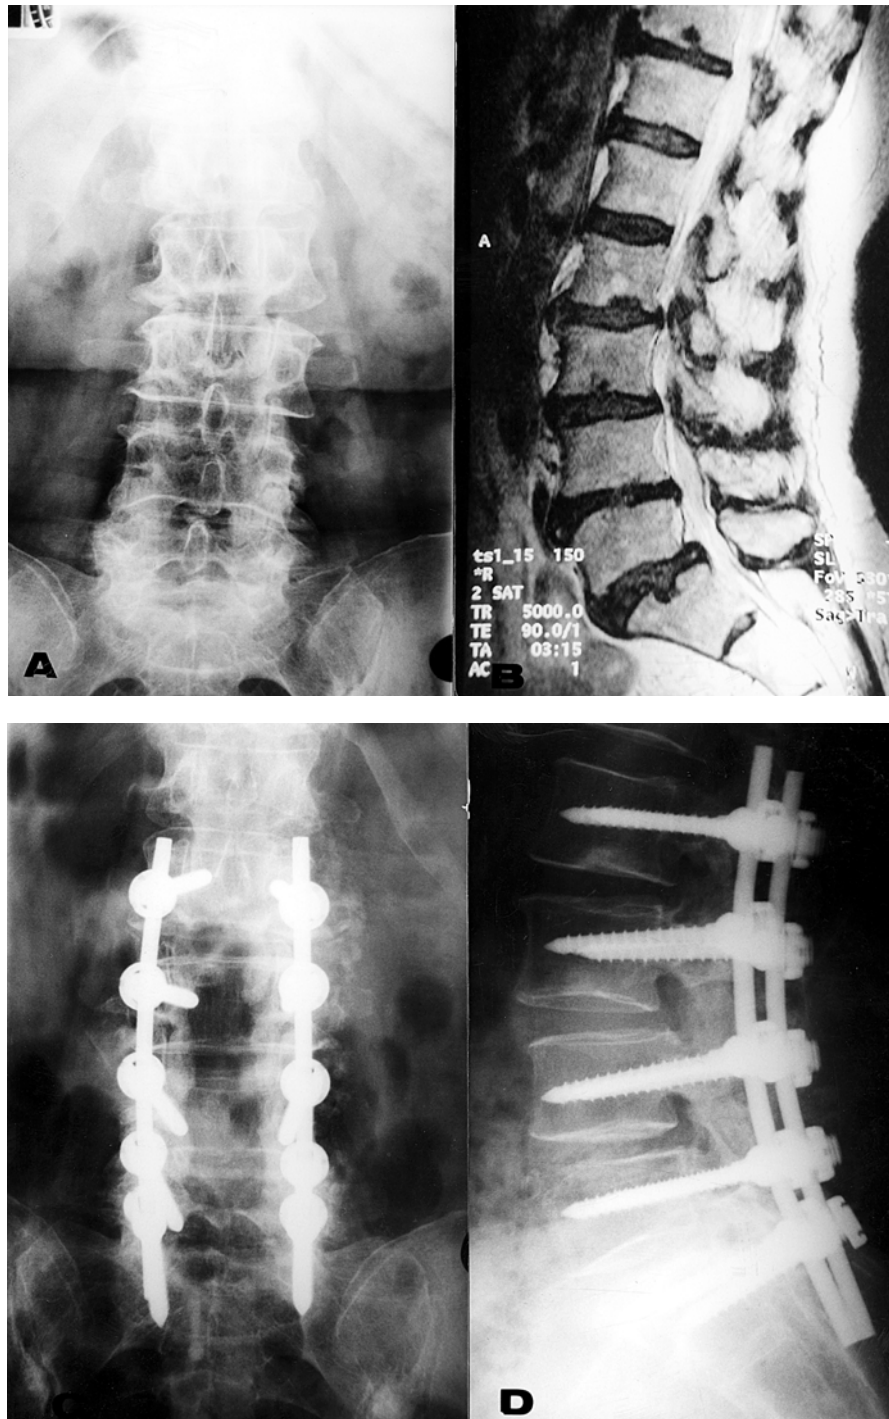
A) Radiografia demonstrando pequena curvatura lombar.
